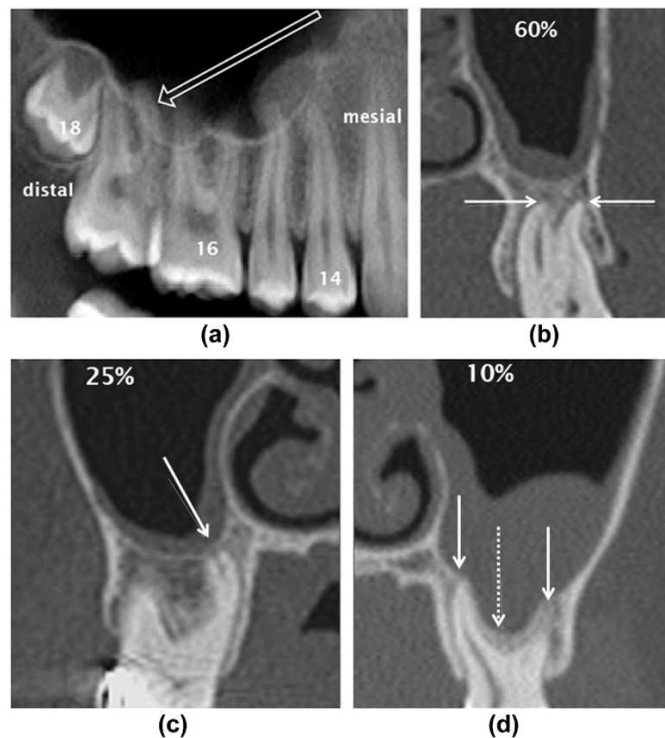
Relações variáveis entre os ápices radiculares dos dentes posteriores e o soalho do seio maxilar em cortes CBCT. (a) Redução da altura do processo alveolar do mesial para o distal. (b) Separação entre os ápices e o soalho: 60 %. (c) Contacto direto: 25 %. (d) O soalho sinusal envolve os ápices: 10 %. Adaptado de Whyte & Boeddinghaus (2019).
